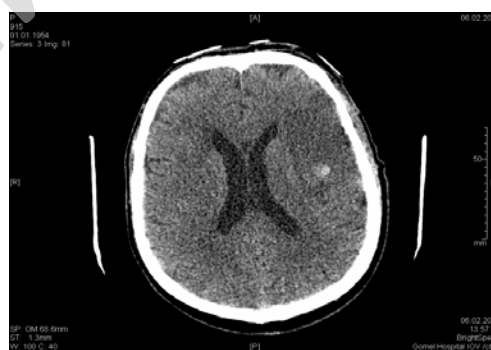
Срез томограммы головного мозга от 06.02.17 спустя 24 ч после проведения системного тромболизиса
